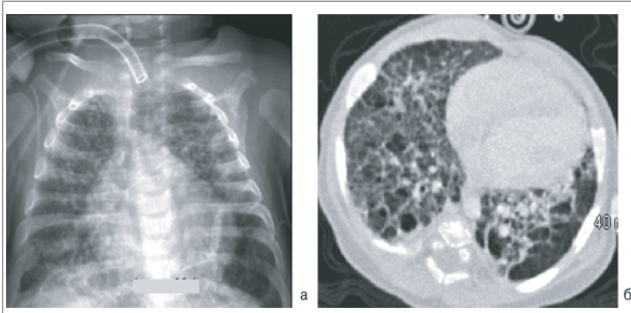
Рентгенография ОГК — гиперпневматоз с тонкой сетчатой деформацией легочного рисунка за счет интерстиция, в дальнейшем — грубый ячеистый рисунок легочного фиброза. КТВР — утолщение междольковых перегородок, участки вздутия, кистовидные просветления на фоне «матового стекла»
